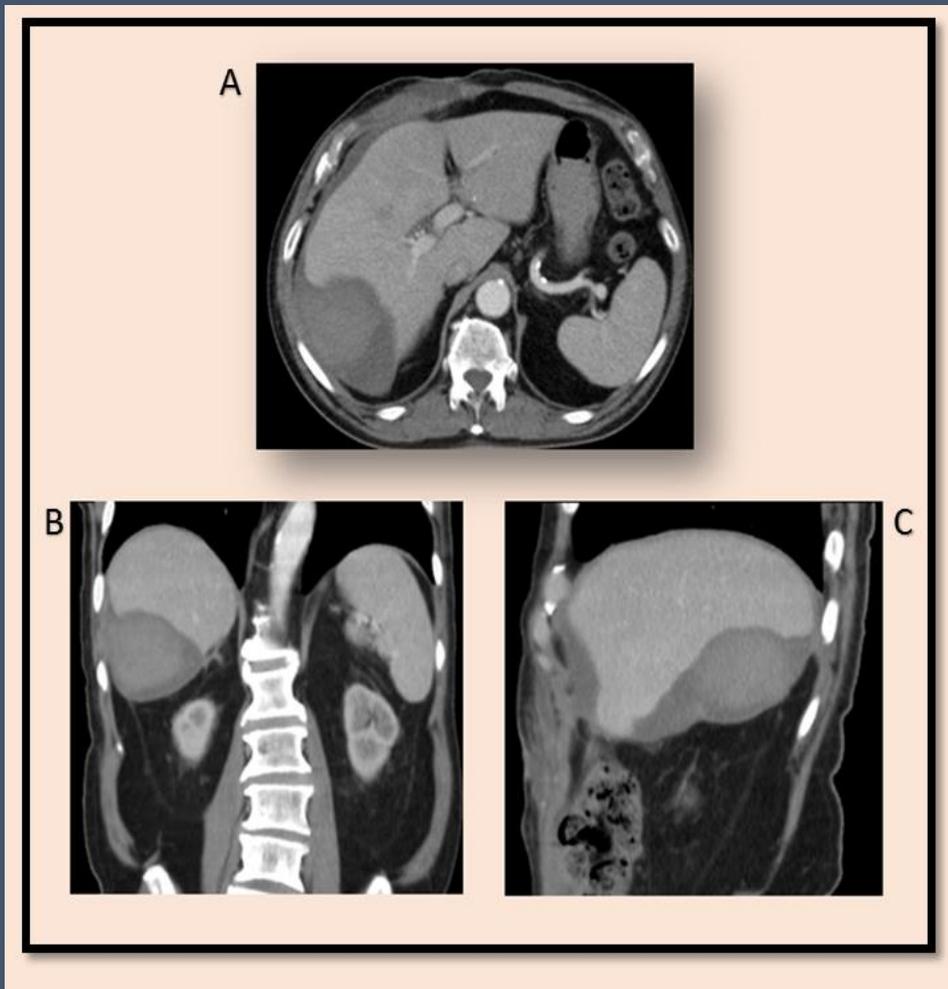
TC de abdomen con contraste EV, Cortes Axial (A), Coronal (B) y Sagital (C), donde se evidencia una colección heterogénea perihepática, la cual presenta áreas de mayor densidad en relación a Hematoma subcapular.
